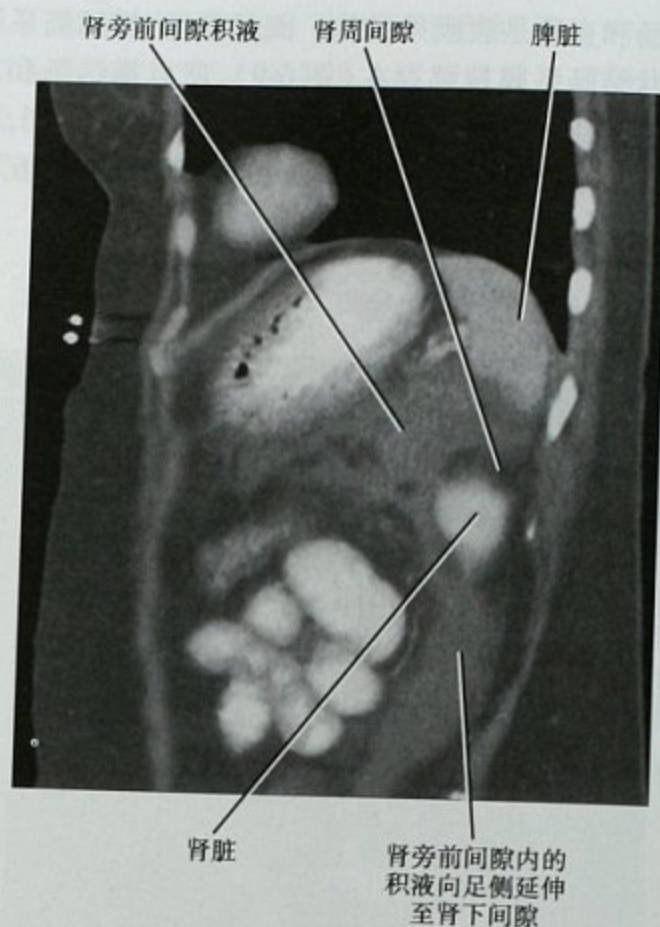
急性坏死性胰腺炎患者中线左侧的矢状位 CT 重建图像
